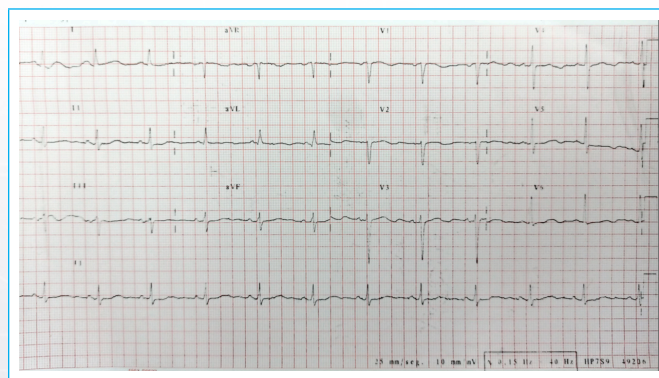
Ecocardiografía de 12 derivaciones de superficie.
